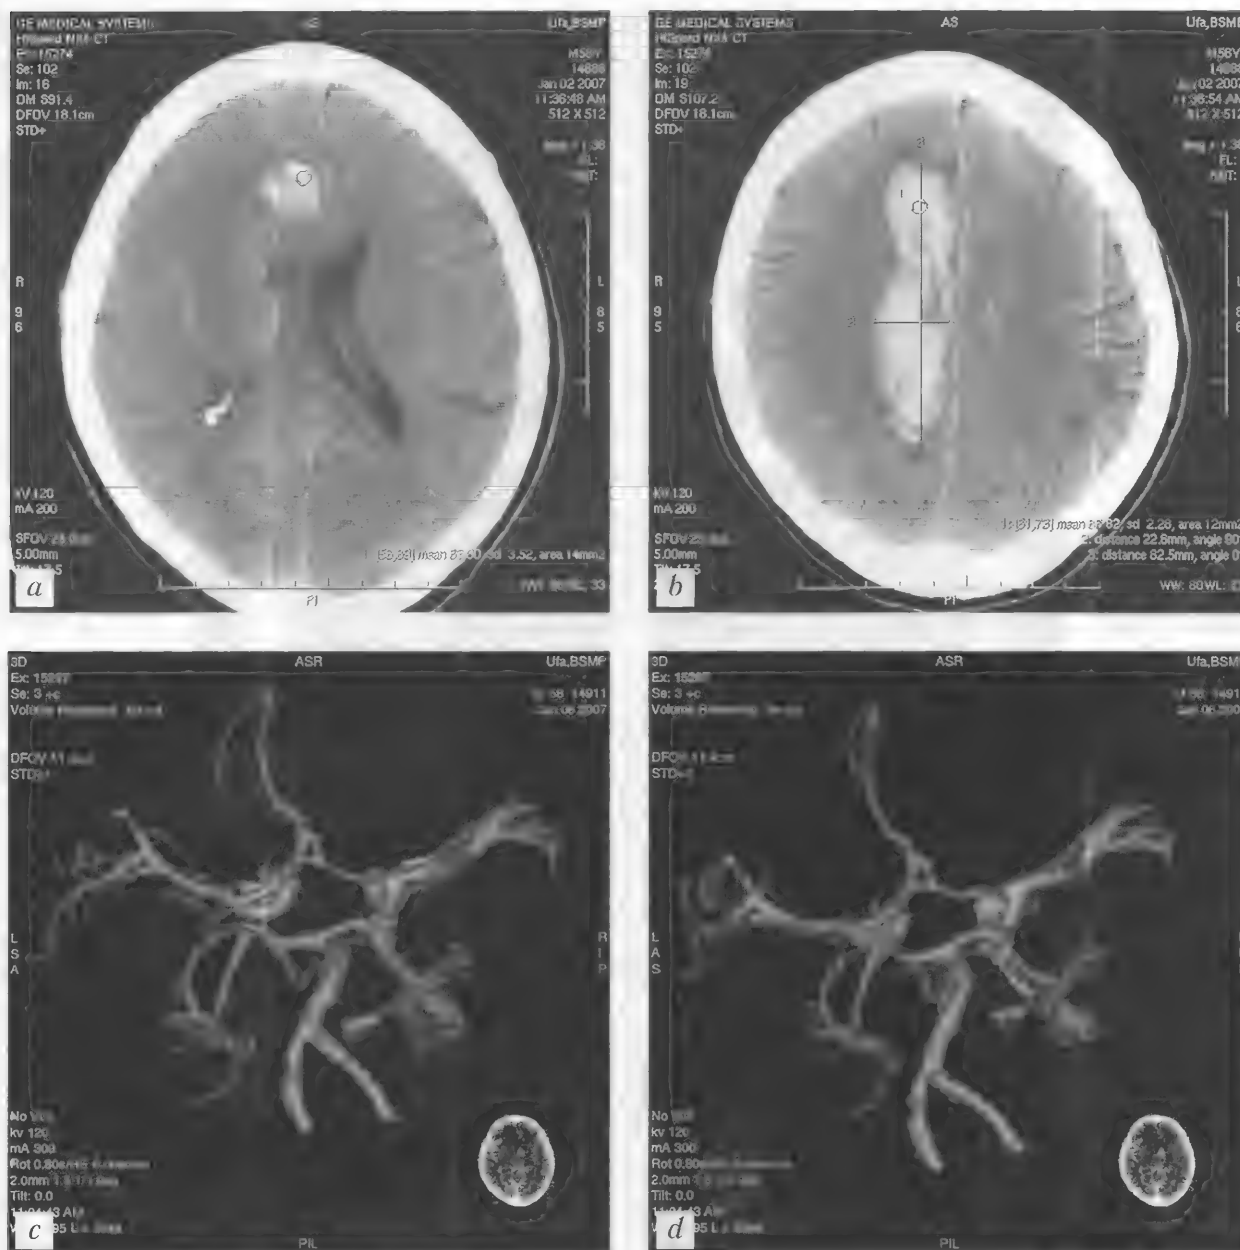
Больной Ч., 58 лет. Артерио-венозная мальформация правой теменной доли, внутримозговая гематома в правой теменной области. КТ (неконтрастная) — *a, b*; СКТА — *c, d*
